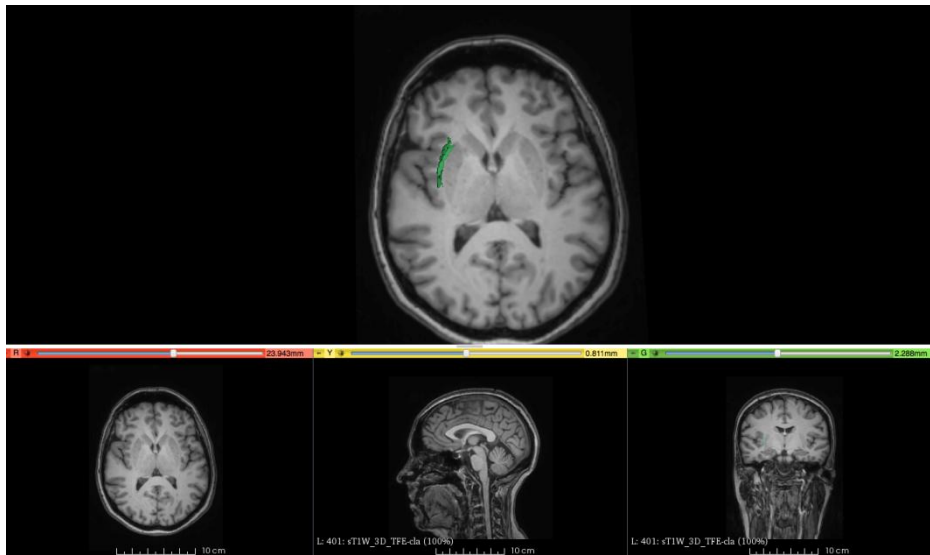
Reconstrucción volumétrica del claustro superpuesta a imagen de RM en plano axial y su correspondiente localización en resto de planos del espacio.
